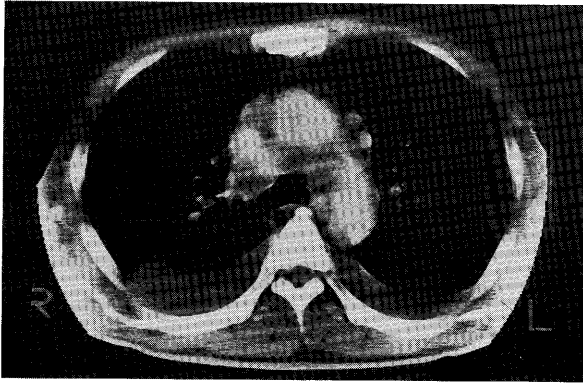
Chest computed tomogram shows multiple mediastinal lymph nodes swelling, and bilateral pleural effusion.
